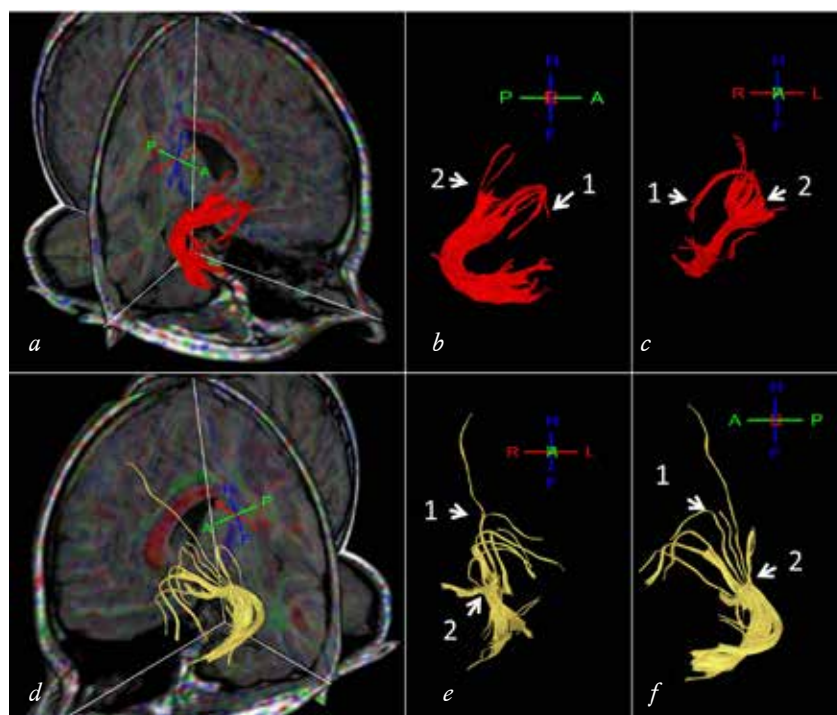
Морфологические изменения левого и правого крючковидных пучков белого вещества у пациента CPG22 при диффузионно-тензорной трактографии: *a* – общий снимок правого крючковидного пучка; *b* – латеральный снимок правого крючковидного пучка; *c* – фронтальный снимок правого крючковидного пучка; *d* – общий снимок левого крючковидного пучка; *e* – латеральный снимок левого крючковидного пучка; *f* – фронтальный снимок левого крючковидного пучка. Стрелками, отмеченными 1, указаны изменения направления волокон в тракте. Стрелками, отмеченными 2, указаны разрывы трактов
